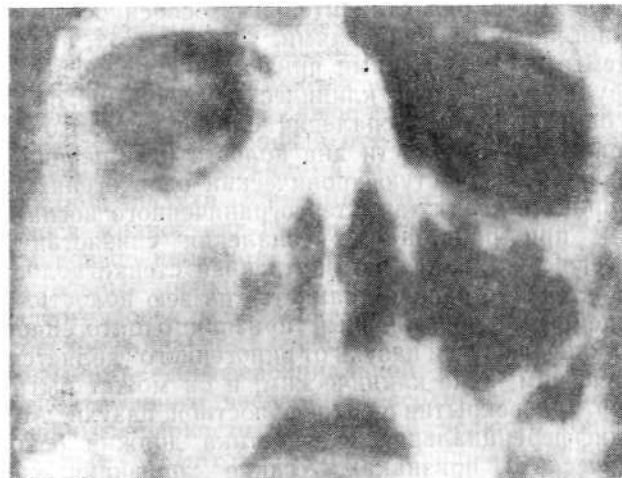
Рентгенологическая картина хронического одонтогенного воспаления правой верхнечелюстной пазухи.
